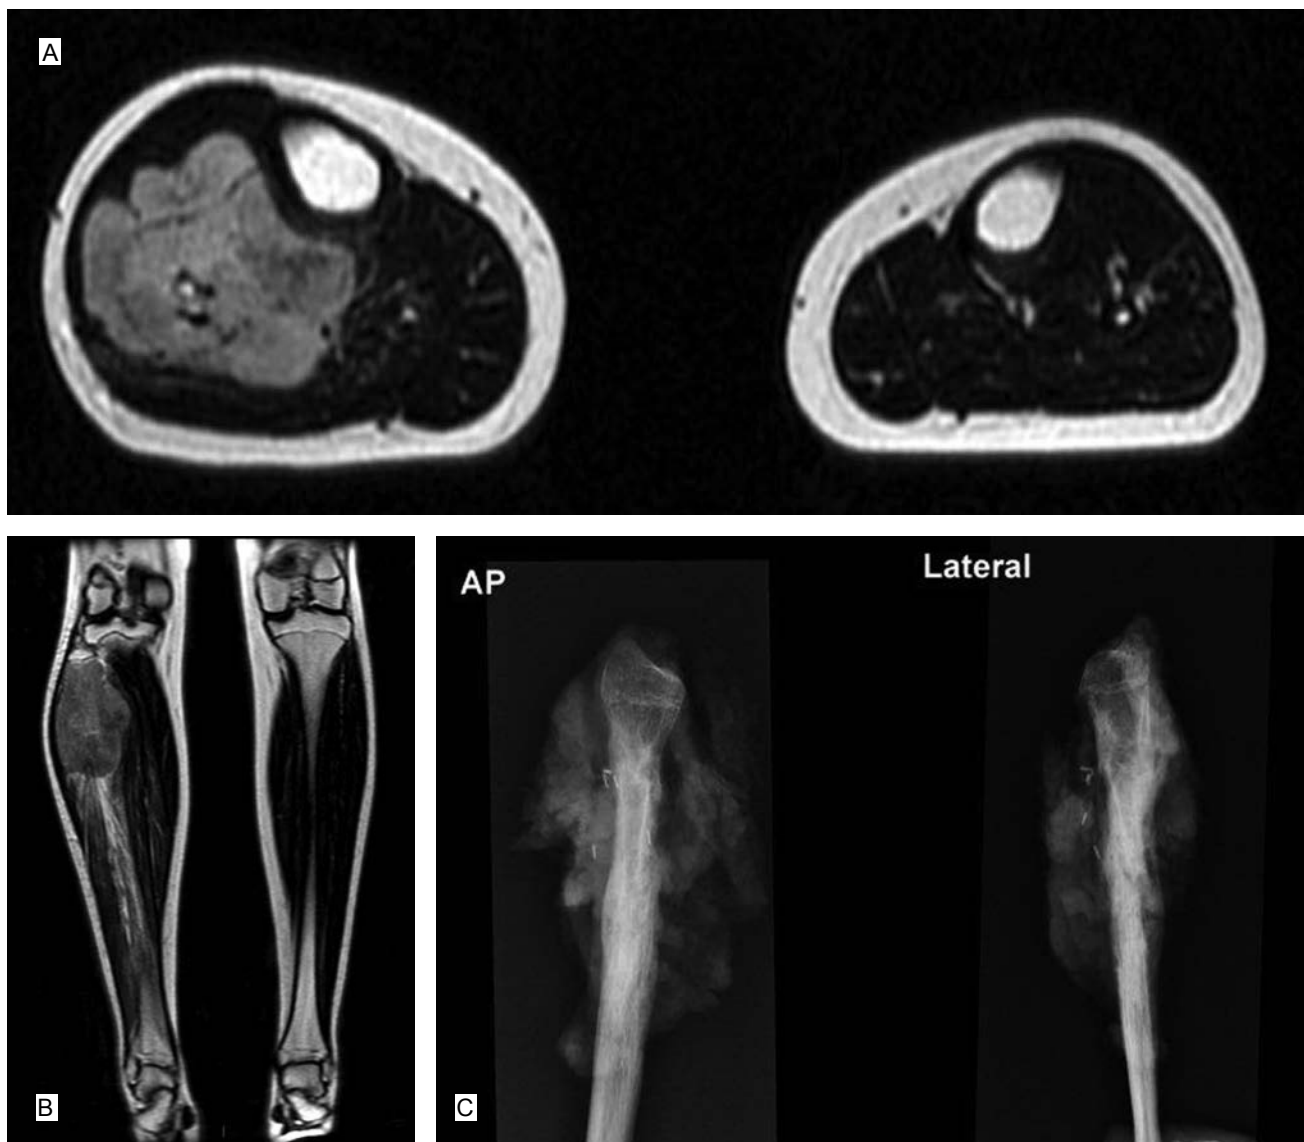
Resonancia magnética de la pierna derecha, cortes axial y coronal (a). Tumor grande en la cabeza del peroné con involucramiento de tejidos blandos (b). Pieza quirúrgica del mismo paciente (tras pobre respuesta a la quimioterapia) después del salvamento de la extremidad por extirpación total del peroné (c).
